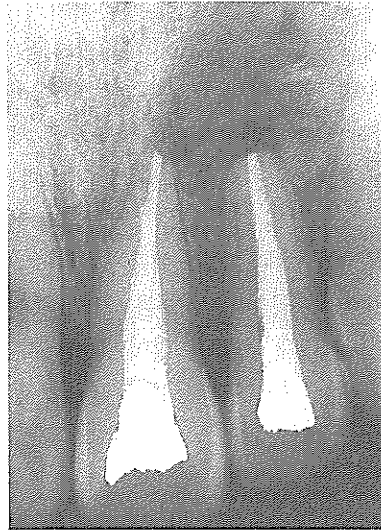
술후 6개월 경과후의 방사선 사진
